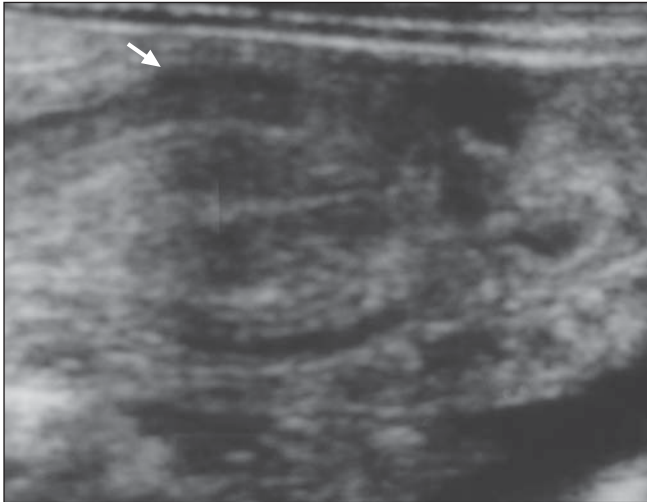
Ecografia obtida ao longo do maior eixo da intussuscepção mostra o sinal do “sanduíche” (seta), onde bandas hipoecóicas paralelas (paredes intestinais) estão separadas por linhas hiperecóicas (mesentéricas).
